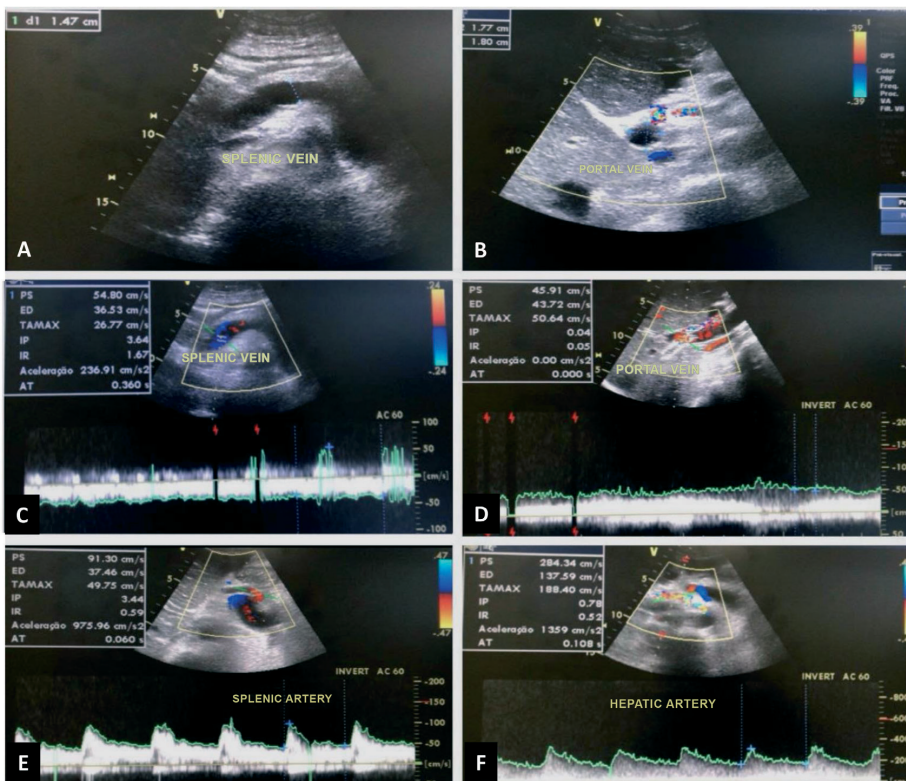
Postoperative follow-up duplex ultrasound (6 months). (A) diameter of the splenic vein is 1.47 cm; (B) diameter of the portal vein is 1.77 cm x 1.80 cm; (C) monophasic venous flow with no signs of fistulization in the splenic vein; (D) monophasic venous flow in the portal vein; (E) normal arterial flow in the splenic artery; (F) normal arterial flow in the hepatic artery.
